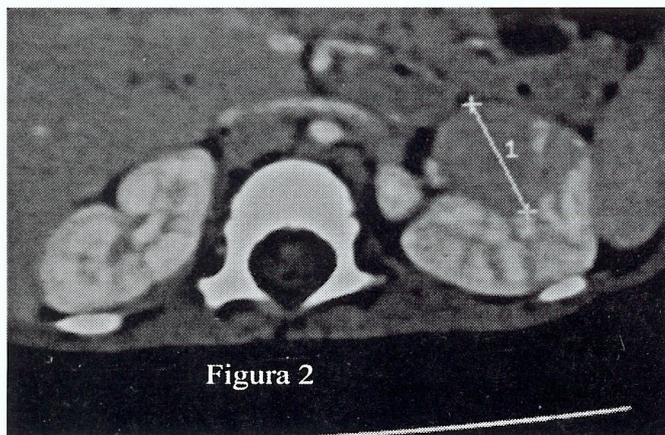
TAC abdominal : nódulo do rim esquerdo determinando efeito de massa
